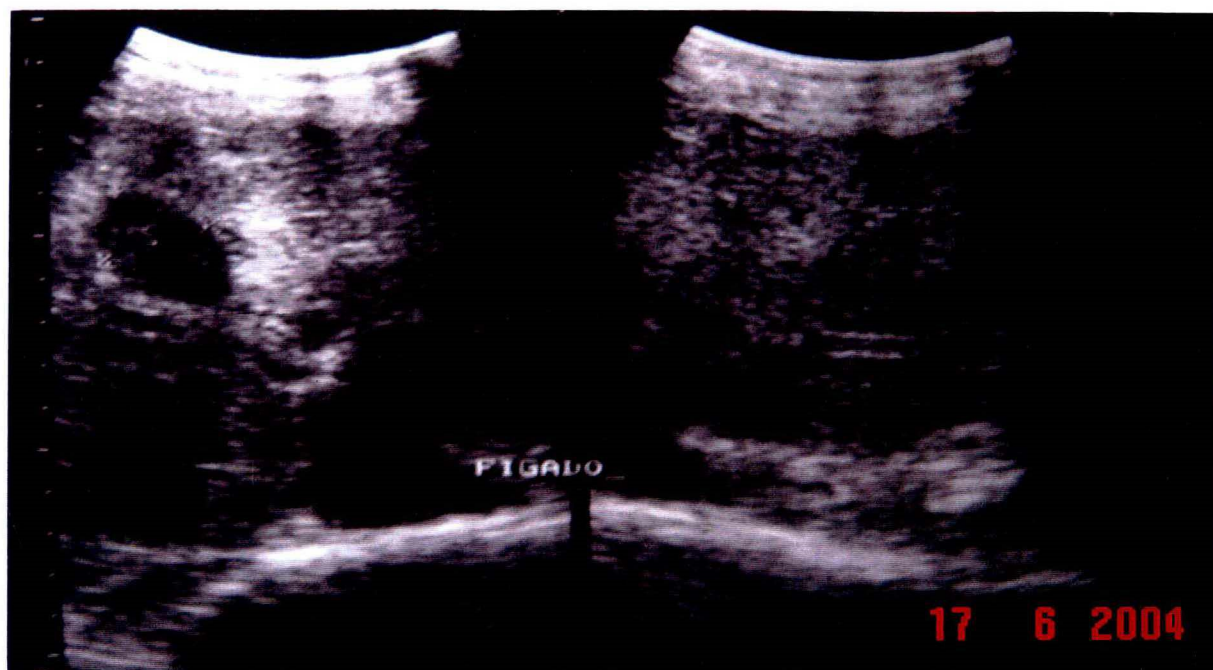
Imagem de USG abdominal mostrando coleção cística intra-hepática.
